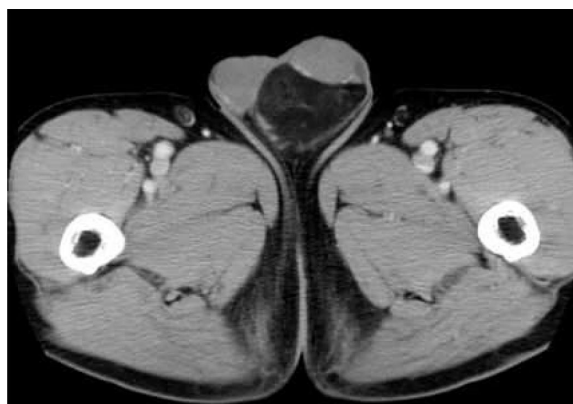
Computed tomography showed a left scrotal mass 5 cm in diameter with slight contrast enhancement.
